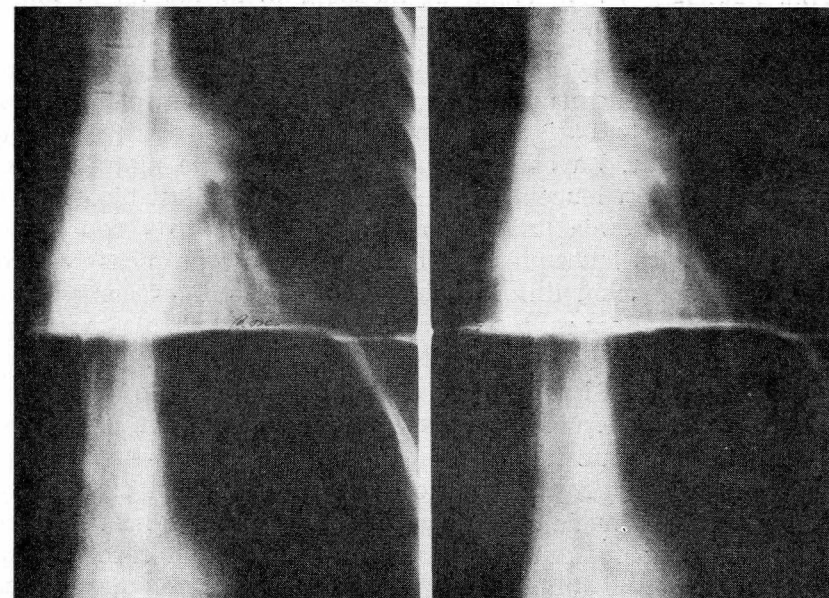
Tomografía del caso anterior, en que se aprecia dicha masa rodeando al bronquio principal izquierdo.
